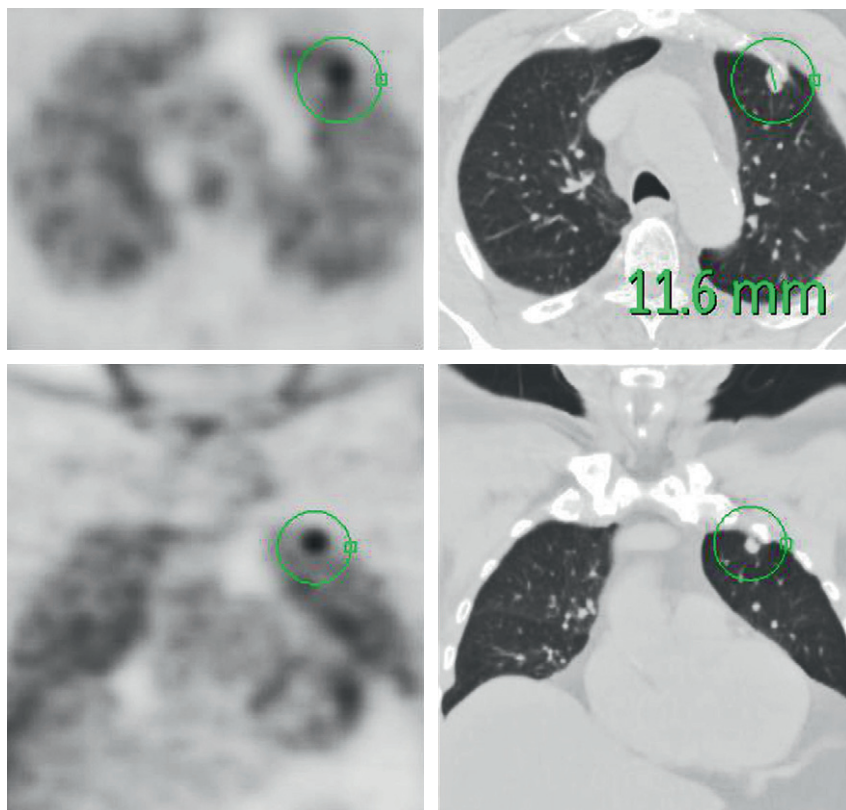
Vues axiale et frontale d'une TEP-TDM.
